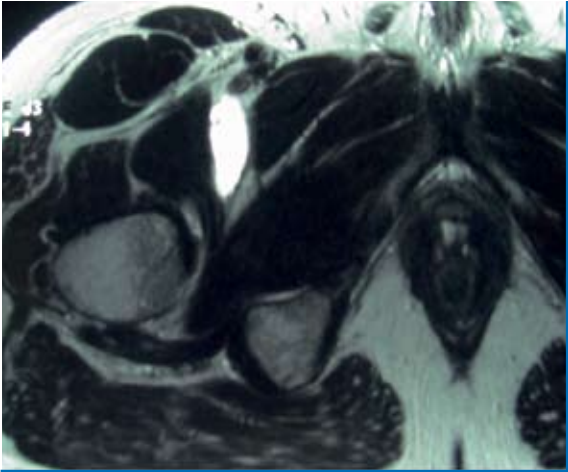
Iliopsoas-Bursitis ventral der Hüfte – MRI.
